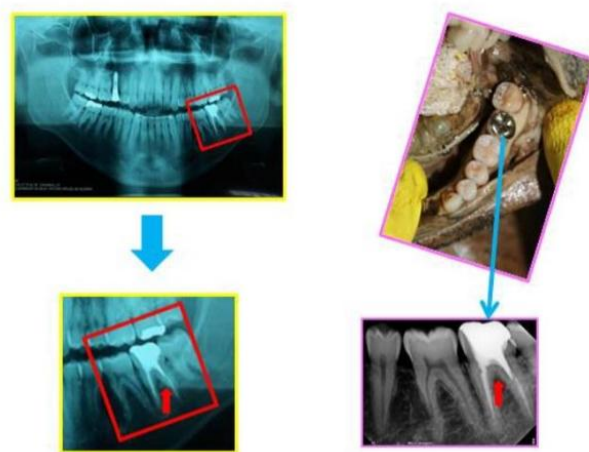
Comparação entre radiografias *ante mortem* (amarelo), exame clínico e a radiografia *post mortem* (rosa). Observam-se características coincidentes do dente 37. Fonte: Lima Junior *et al.*, 2023.
